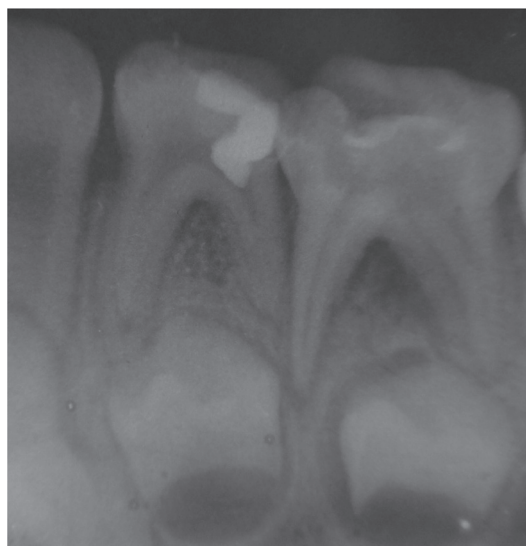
Внутриворотная контактная рентгенограмма области зубов 74, 75 через 2 года после их лечения при отсутствии инфицирования периапикальных тканей области бифуркации
